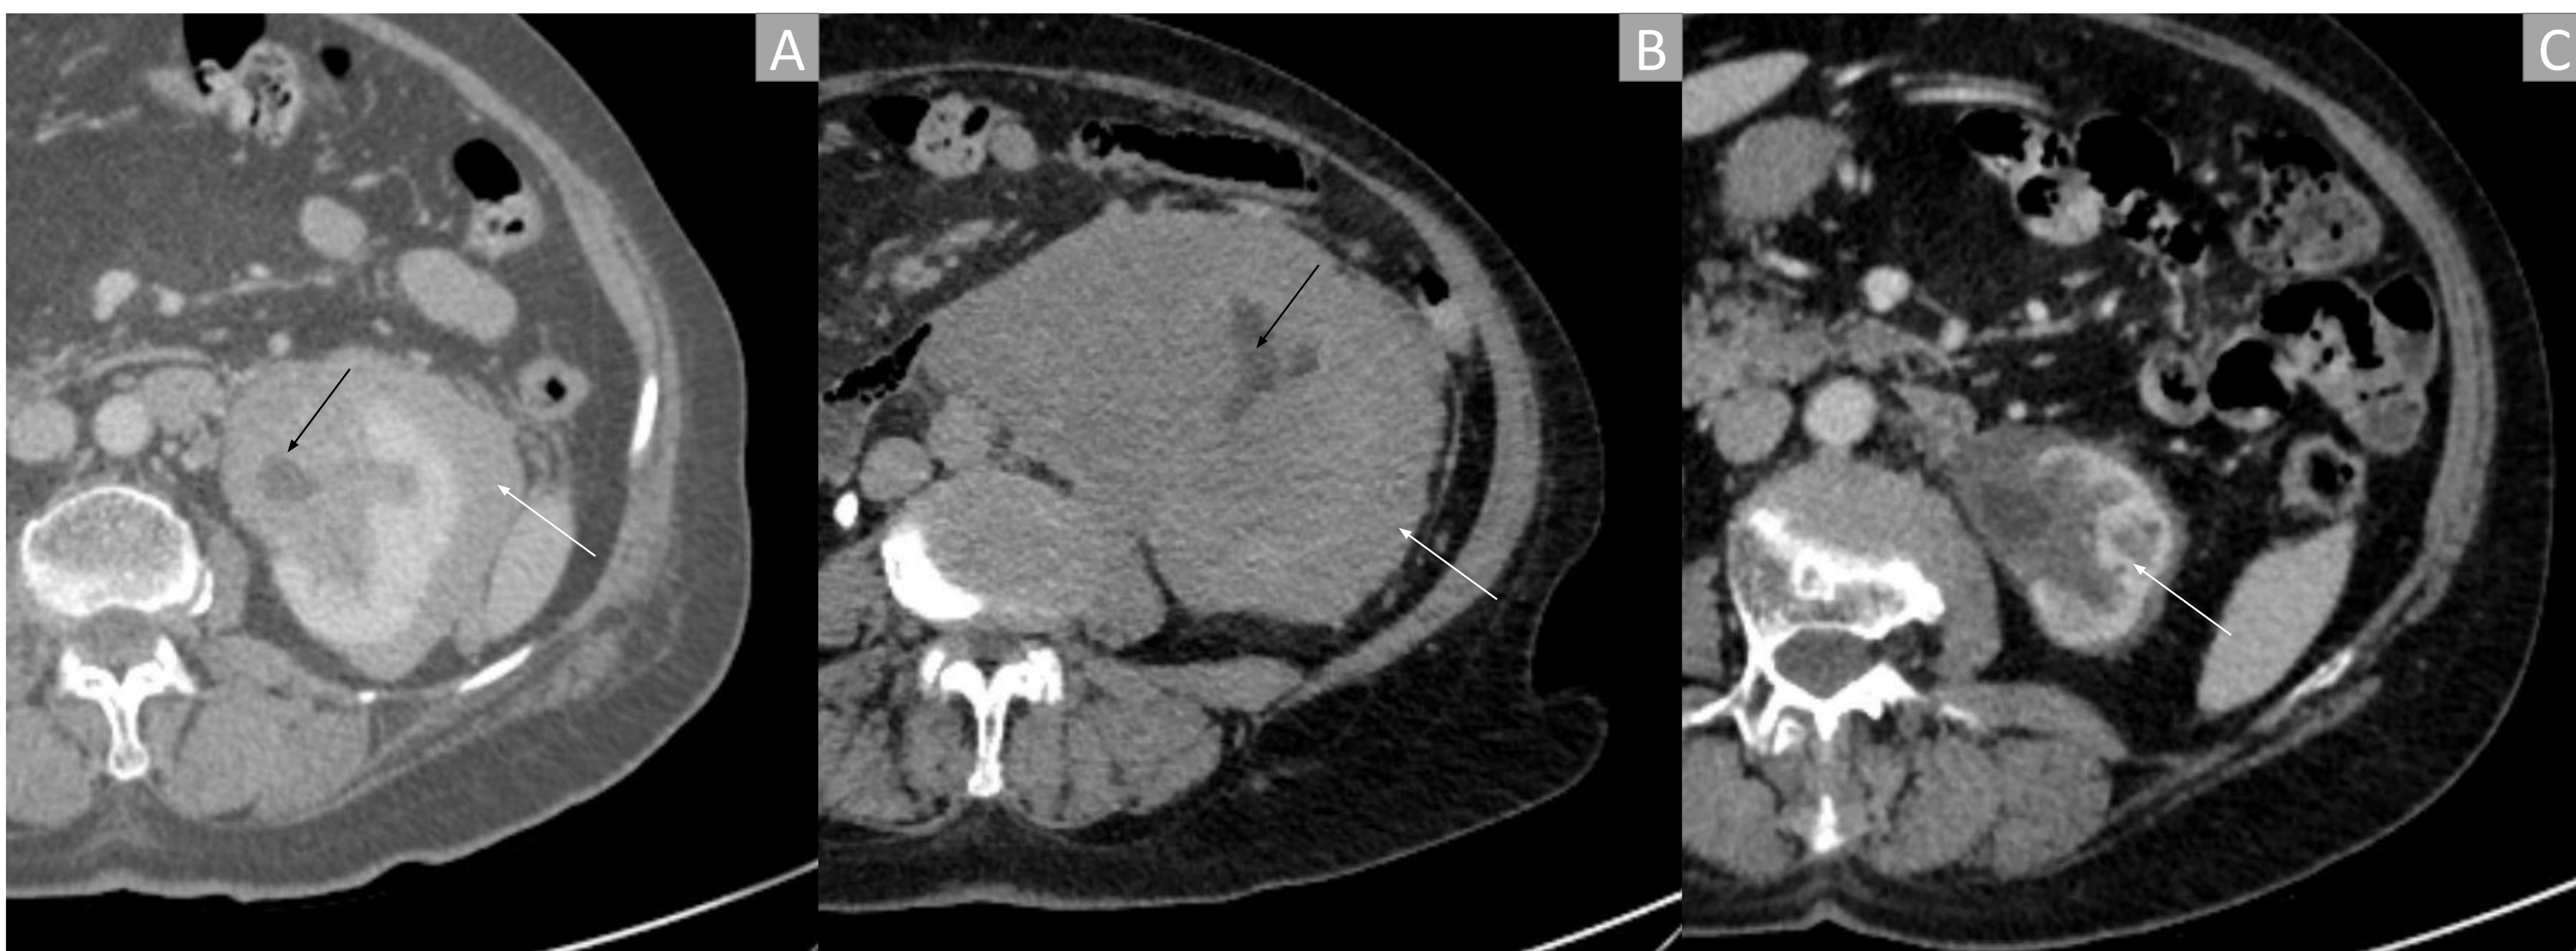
Linfoma renal primario. Imagen axial de TC (A) que muestra masa de partes blandas perirrenal que envuelve el riñón izquierdo (flecha blanca) que se extiende a través del hilio renal, condicionando la obstrucción del tracto urinario. Meses después, una TC de seguimiento (B) demostró un crecimiento significativo. Tras tratamiento médico (C), se consiguió una respuesta casi completa, con atrofia renal residual
